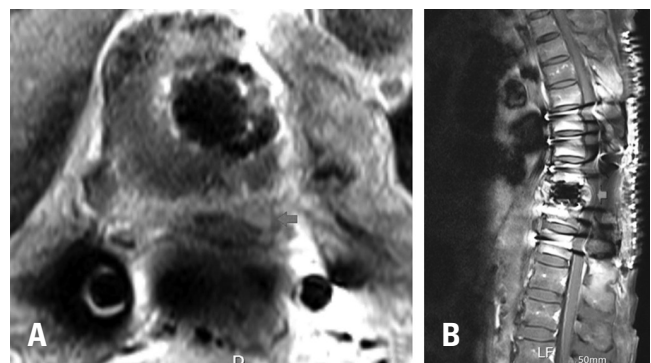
Preoperative magnetic resonance imaging of the delayed spinal epidural hematoma. In the sagittal (A) and axial (B) views, an arrow shows compression of spinal cord in the posterior portion of the T9 body caused by the epidural hematoma.
